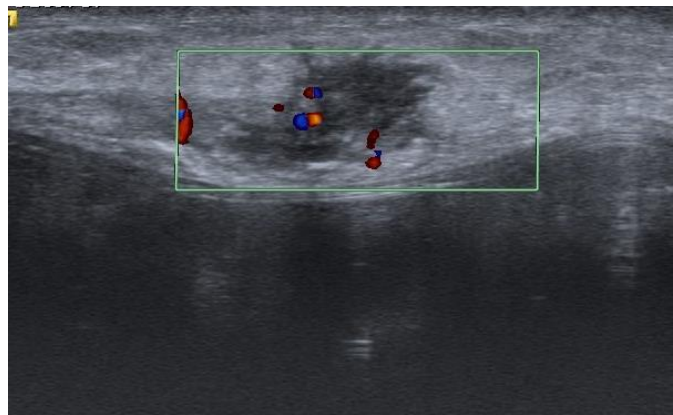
Ecografía con Doppler de Caso Clínico 1, escasa captación Doppler en nódulo sólido.
